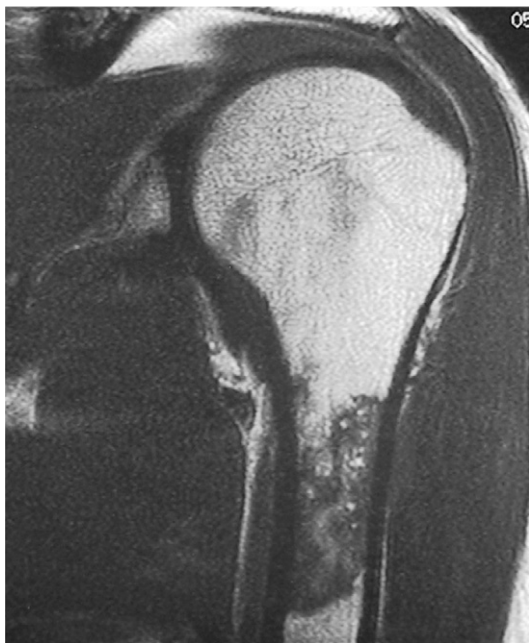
IRM avec une atteinte extra-articulaire au décours d'un accident de désaturation.
